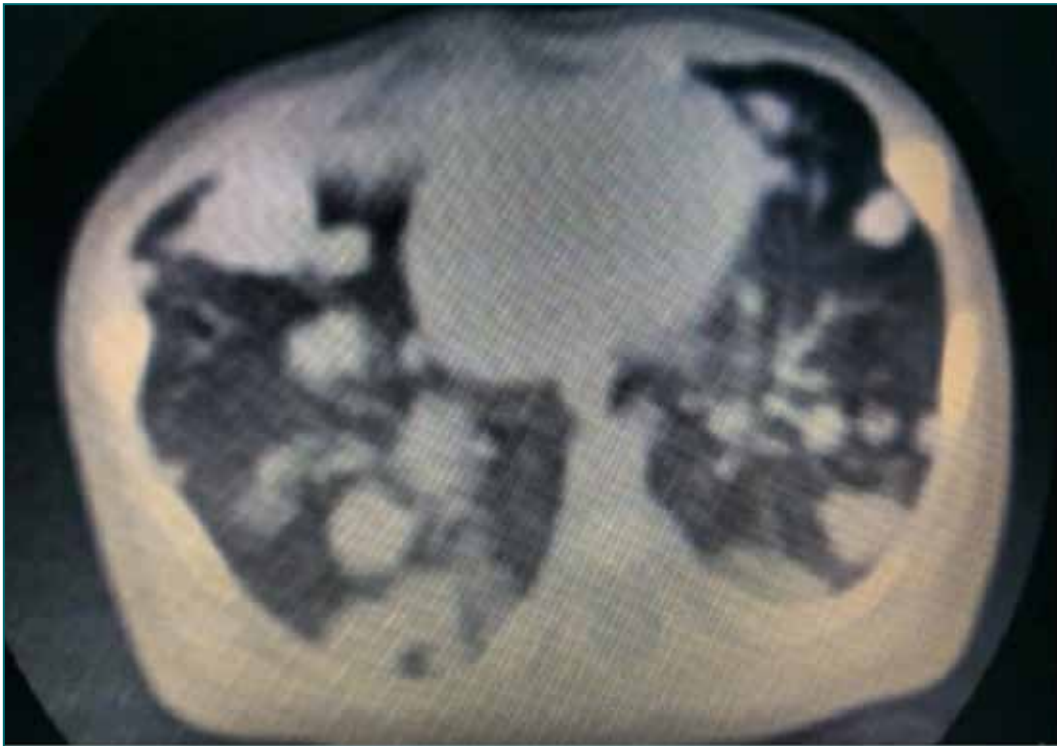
Tomografía de tórax sin contraste, en el momento del diagnóstico donde se observa imagen en suelta de globos.
